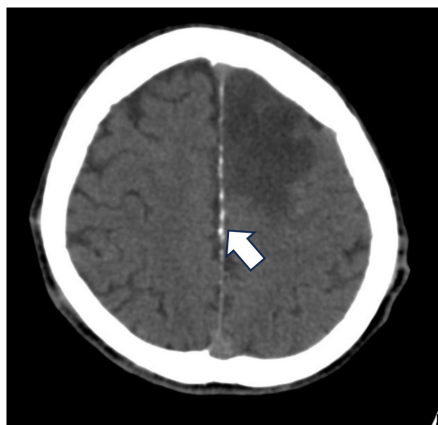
Brain CT scan showing linear calcification of the falx cerebri (indicated by the white arrow)
